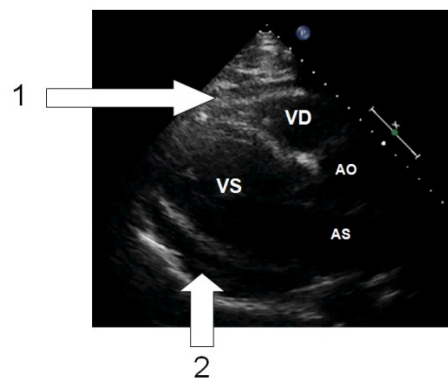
esempio d'immagine ecocardiografica; la freccia 1 indica la parete anteriore del ventricolo destro mentre la freccia 2 indica la parete inferiore del ventricolo sinistro.
